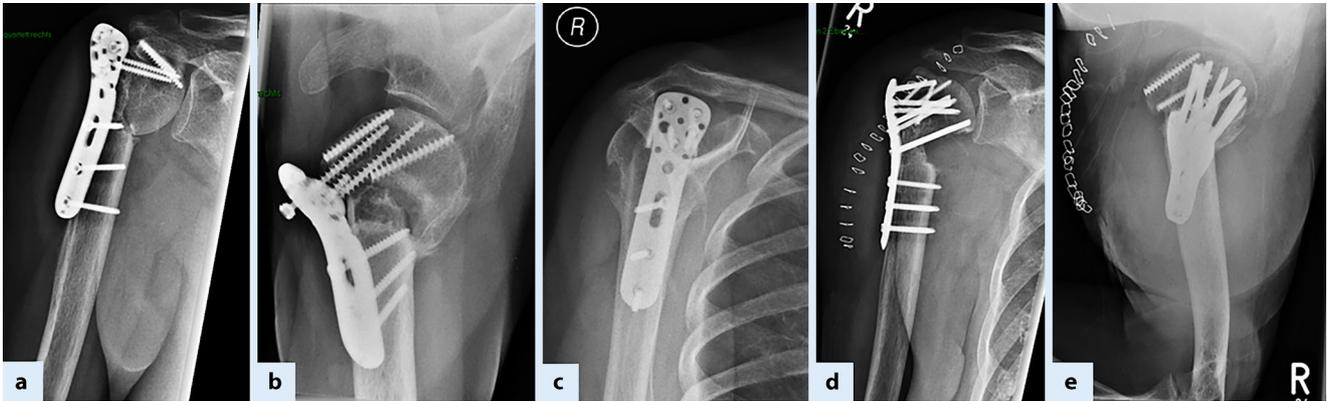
▲ 58-jährige Patientin, rechte Schulter, Varuspseudarthrose und -fehlstellung bei einliegender ex domo mittels Plattenosteosynthese versorgter proximaler Humerusfraktur (Frakturfolge Typ III nach Boileau [8], postoperative Röntgenaufnahmen: a a.-p., b axial, c Y-View); Revision mittels Closed-wedge-Osteotomie, valgischer Korrekturosteosynthese und medialer Spongiosaplastik (postoperative Röntgenaufnahmen: d a.-p., e axial). (Aus [25])
